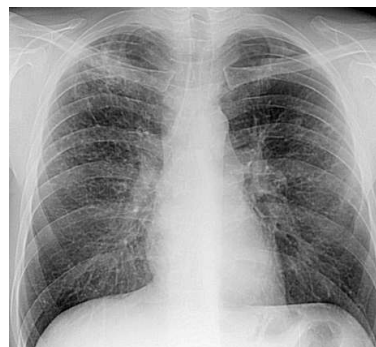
Рентгенография легких больного Ч.: 2-сторонняя диссеминация легких
